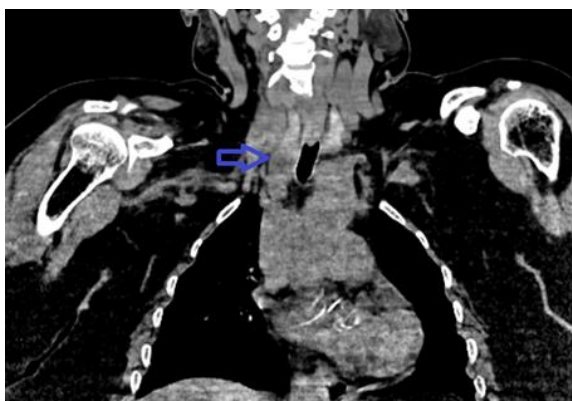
TDM cervico-thoracique en reconstruction coronale sans injection : formation spontanément hypodense (17UH) parathyroïdienne inférieure droite ovale (flèche bleue)
